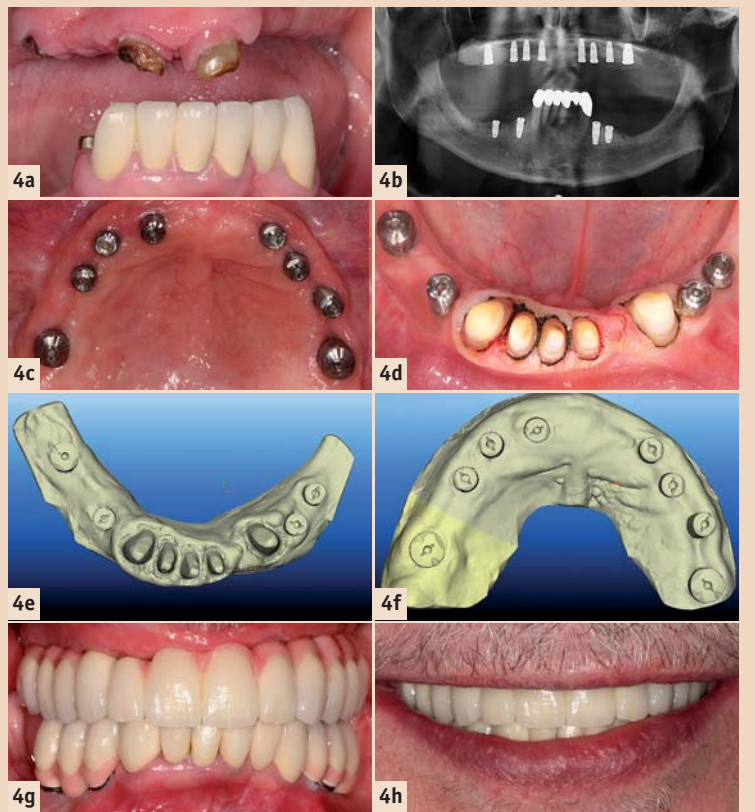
Initiale Situation mit insuffizient konservierend und prothetisch versorgtem Gebiss. – Abb. 4b: Röntgen nach Implantation. – Abb. 4c und d: Die Situation vor dem digitalen Abformen. Die Gingivaformer fungieren gleichzeitig als Scankörper. – Abb. 4e und f: Die abgescannte Situation. – Abb. 4g: Abschluss der Behandlung intraoral. – Abb. 4h: Abschluss der Behandlung extraoral.
